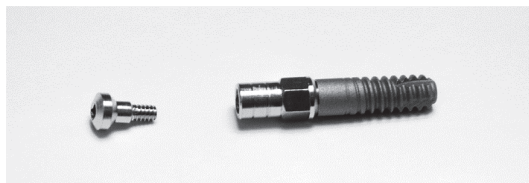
Винтовой имплантат, заглушка, абатмент-держатель из титана BT1-0, модифицированного по структуре до nano уровня
